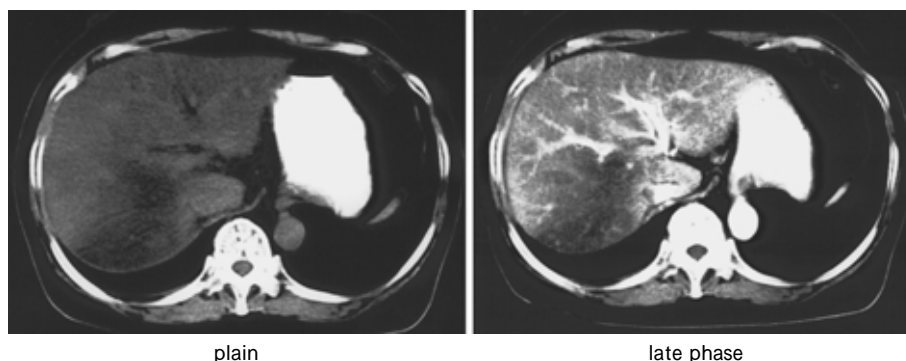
他院入院時腹部 CT (2002年1月5日)
